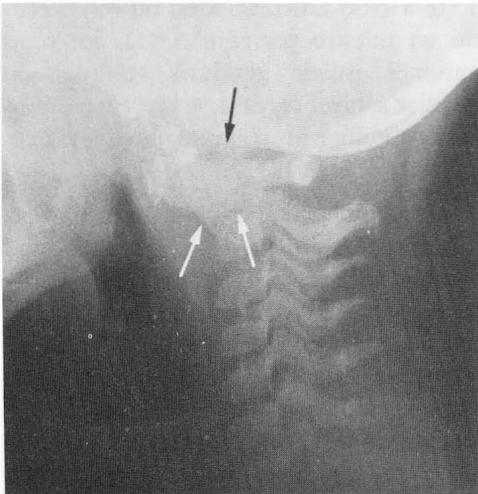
Radiografía lateral de columna cervical que muestra un marcado desplazamiento anterior de C<sub>1</sub> sobre C<sub>2</sub>
